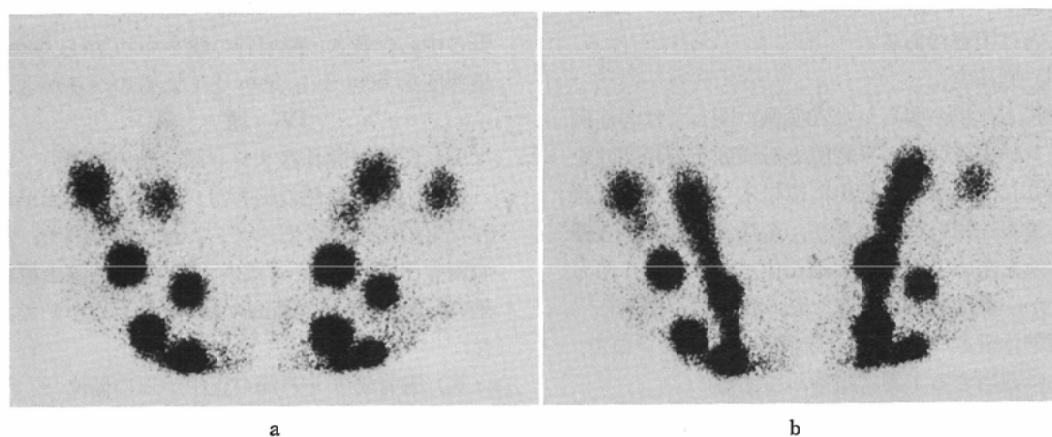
Parasternal lymphoscintigram obtained by the bilateral collimator. This is the same case shown in Fig. 2.
